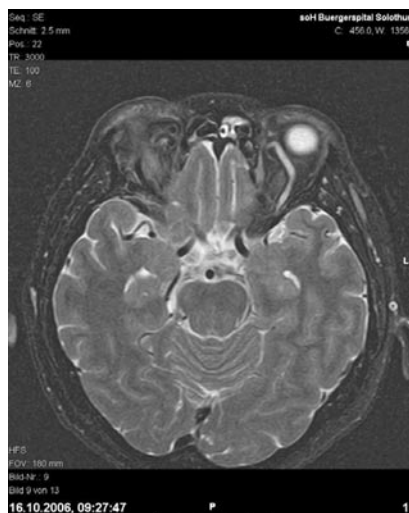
▲ Drei Wochen nach NNH-Eingriff zeigt das T2-gewichtete, axiale MRI einzig als indirektes Fistelzeichen eine erweiterte V. ophthalmica der linken Orbita
